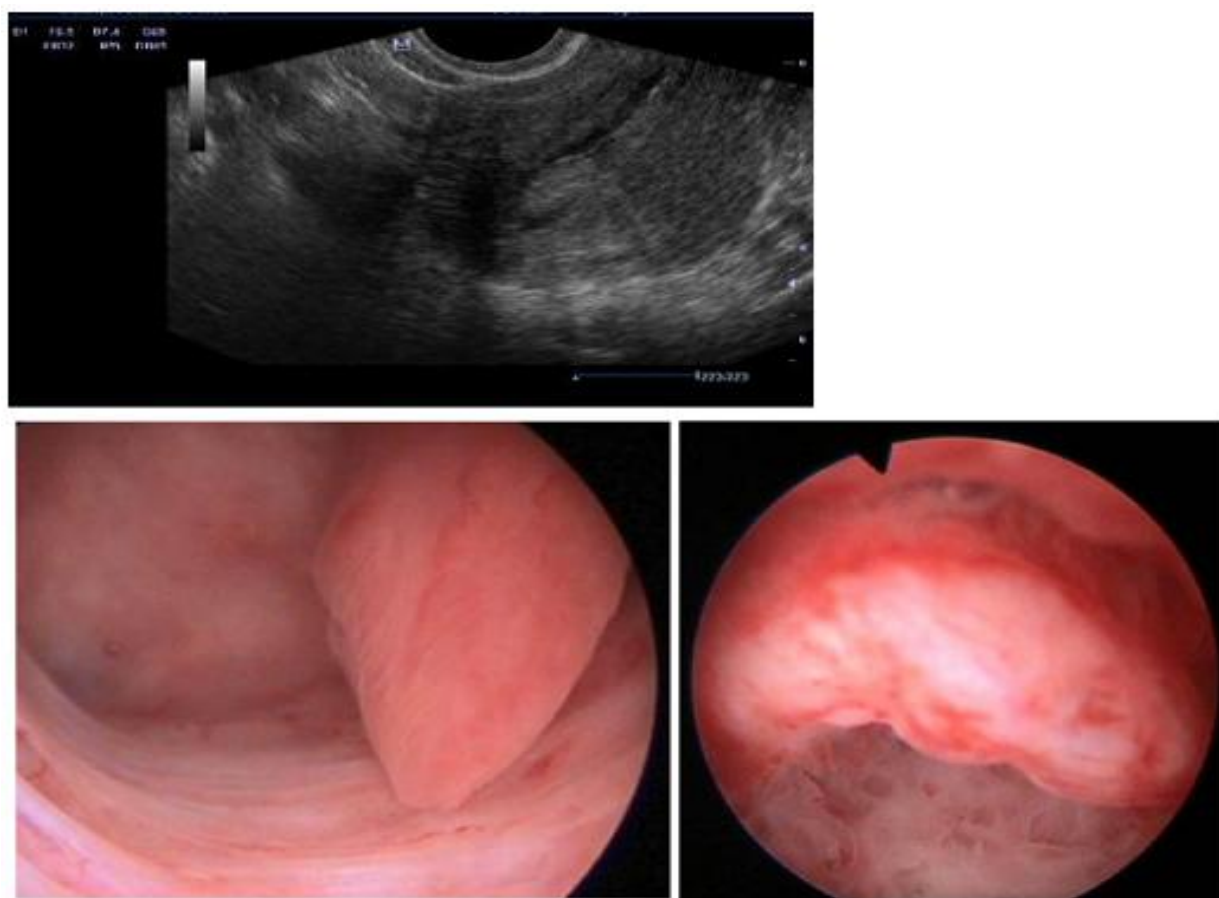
Images échographique et hystéroscopique faisant évoquer un polype endométrial [28].
